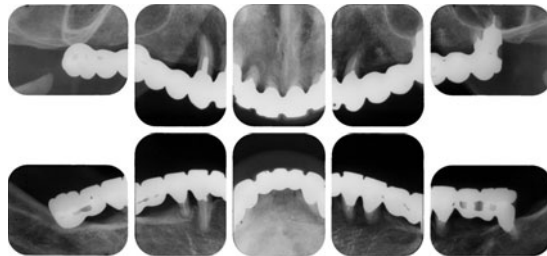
21年経過後のX線写真(2010/12/15)
